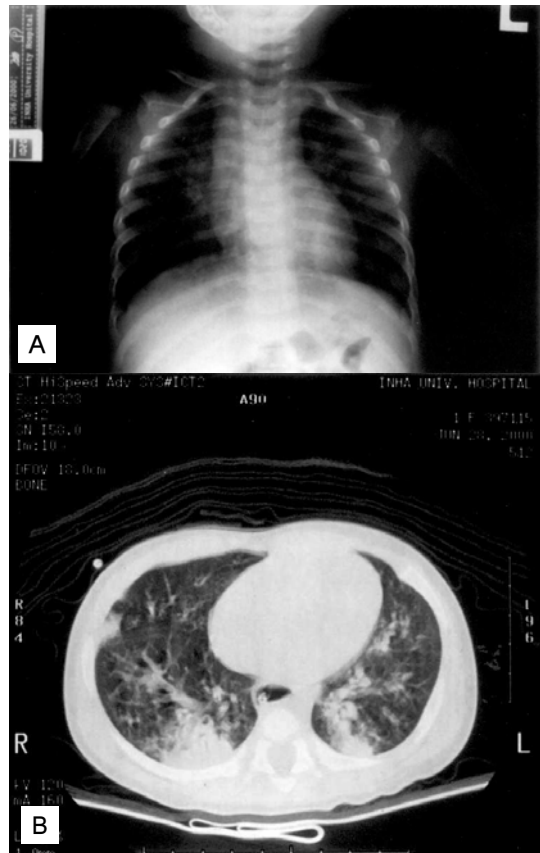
Chest PA and HRCT findings in a 4 month-old female with persistent wheezing. (A) Chest radiograph shows normal finding. (B) HRCT section reveals multiple segmental air space consolidation in both lung, especially on the posterior part.
